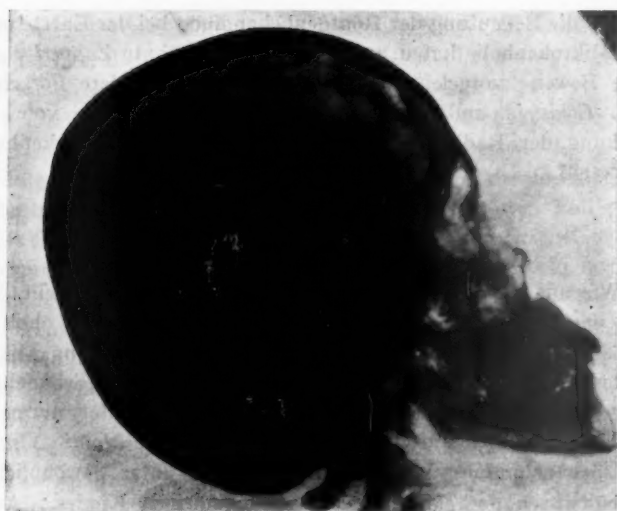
Röntgenaufnahme vom Schädel der Kranken.
